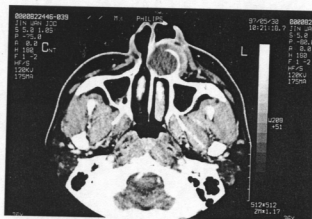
Axial and coronal CT scan of globulomaxillary cyst show expansile soft tissue mass in the left anterior maxilla. This cyst has a thin rim of bone around its margin.
